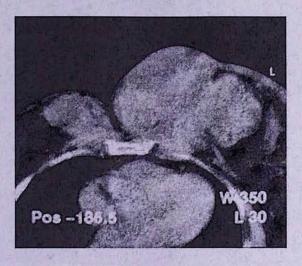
Компьютерная томограмма грудной клетки больной. Десмоидная фиброма поражает костный каркас, инфильтрирует молочные железы
